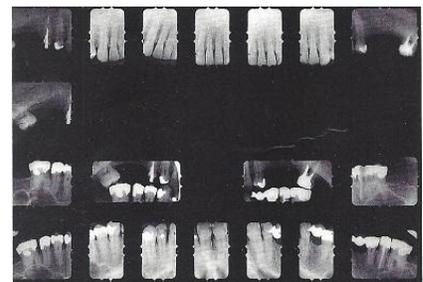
Radiografías dentoalveolares.
